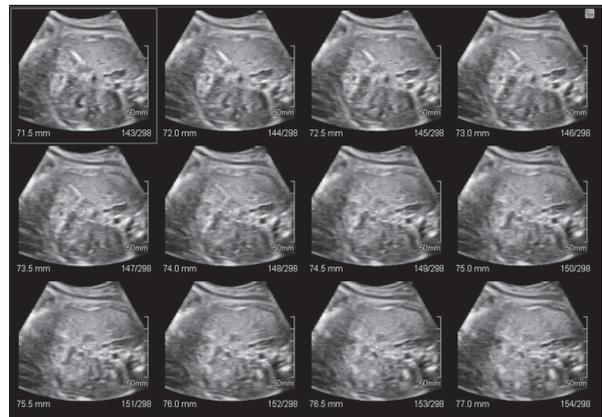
Ecografía 3D. Método multicorte. Se observan cortes sucesivos para definir compromiso vesicular.
